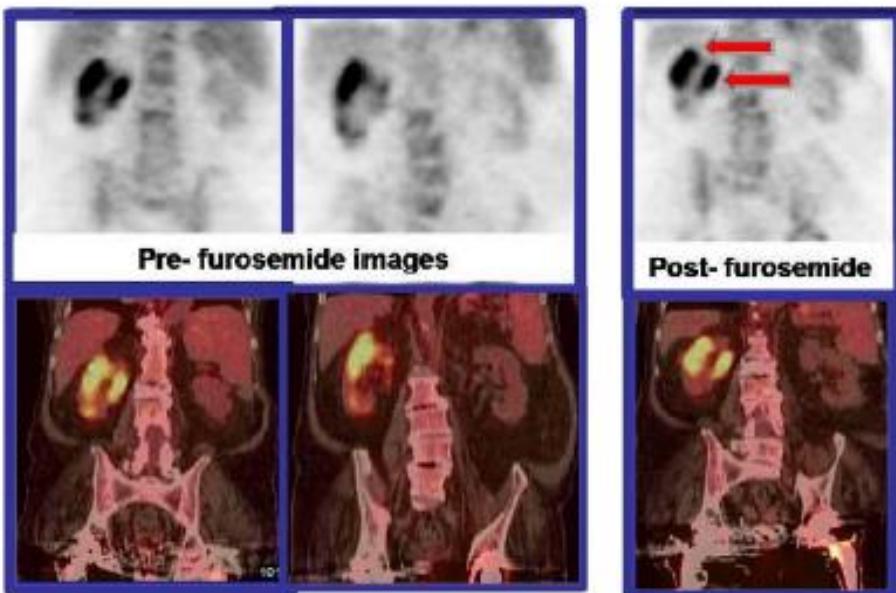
FDG images of the kidneys showing renal tracer excretion. After furosemide injection, hyperhydration and voiding, delayed renal imaging showed focal areas of FDG uptake in the right kidney, suspicious for infection, indicated by the red arrows. Biopsy revealed renal tuberculosis.
